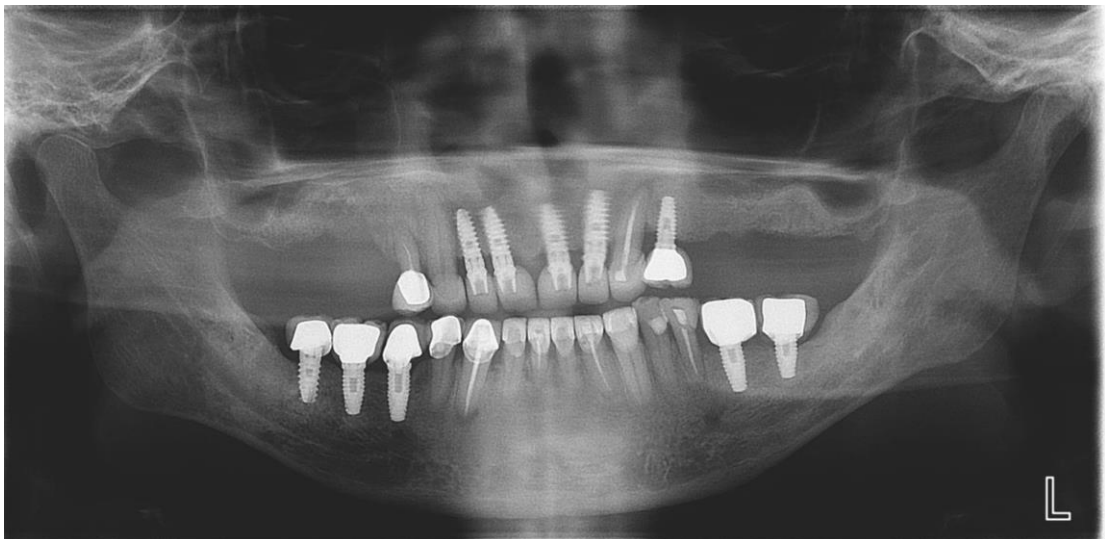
Ortopantomografía ³.
